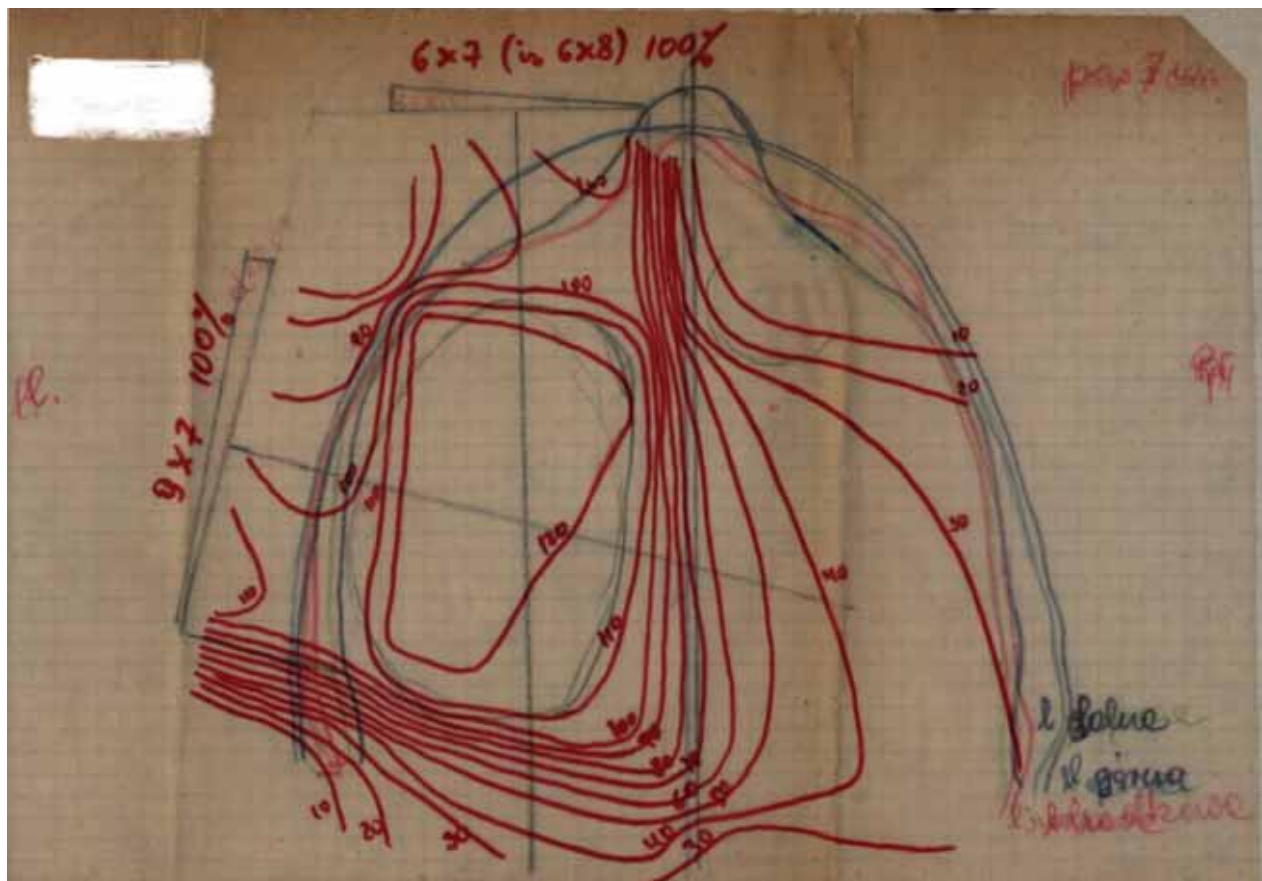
Karta napromieniania promieniami RTG na obszar oczodołu lewego w 1948 r.
